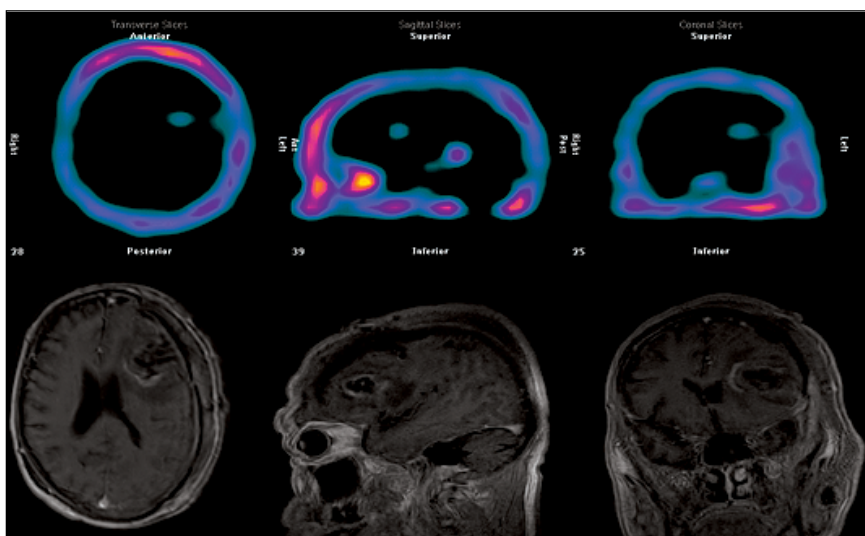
SPECT cerebral con MIBI e IRM T1. (Estudios Post-operatorios).
